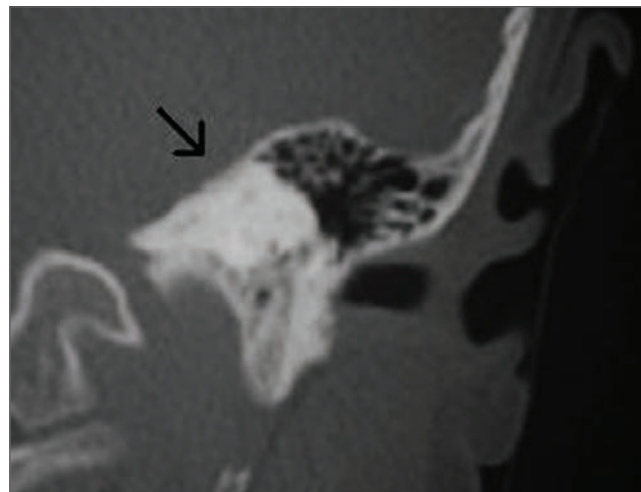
Tomografia axial computadorizada de osso temporal em corte coronal mostrando ossificação labiríntica a esquerda (seta).
